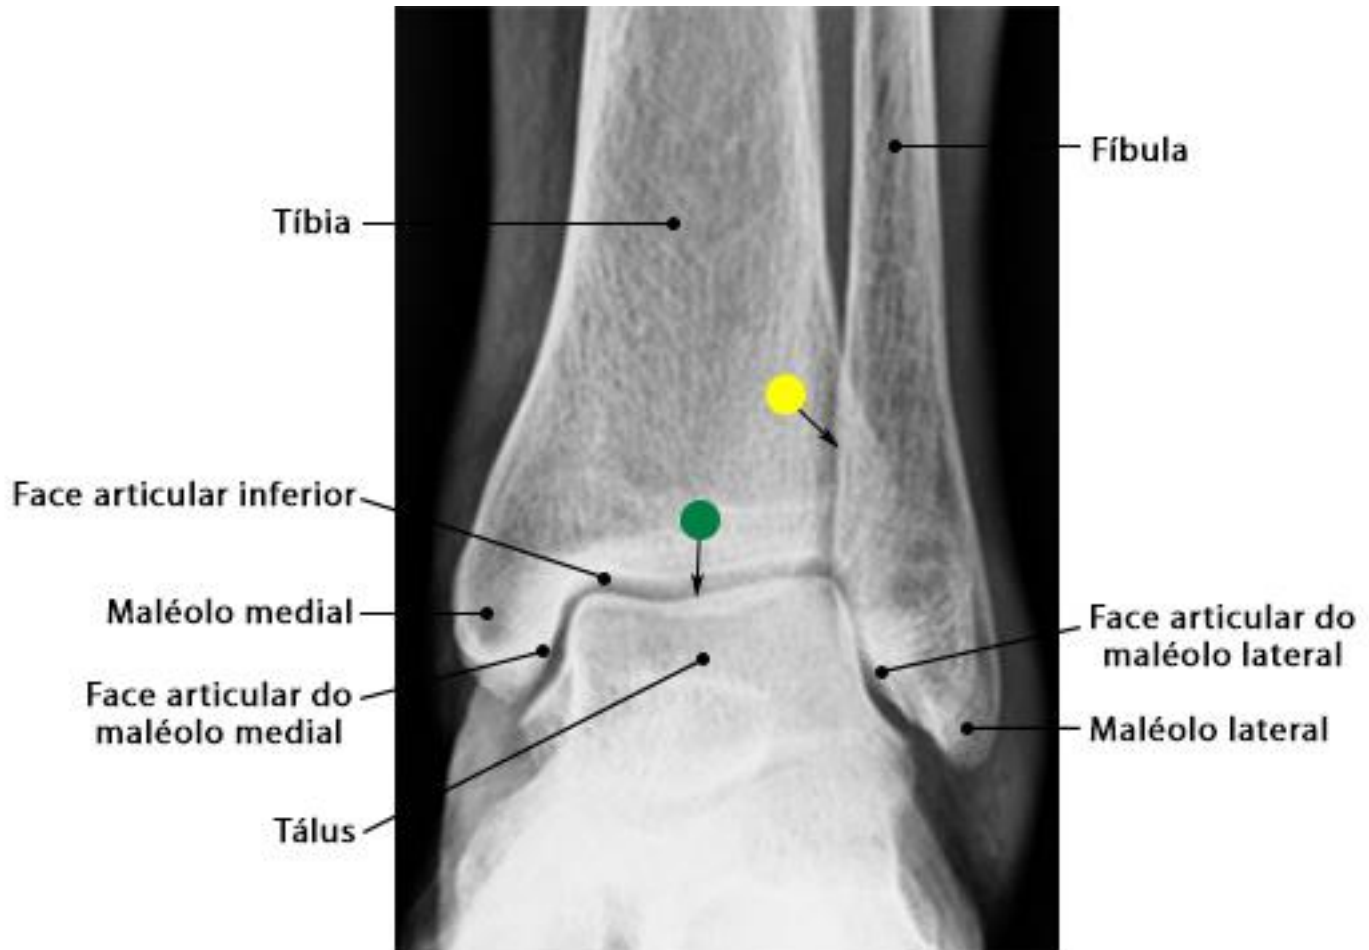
Radiografia do tornozelo em incidência PA
